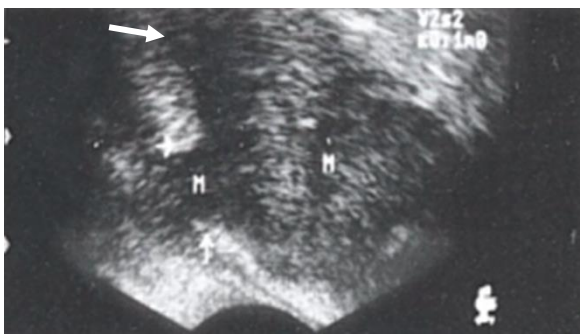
ТРУЗИ. Определяется гипоэхогенная опухоль (М) с прорастанием капсулы предстательной железы (стрелка). Рак предстательной железы
